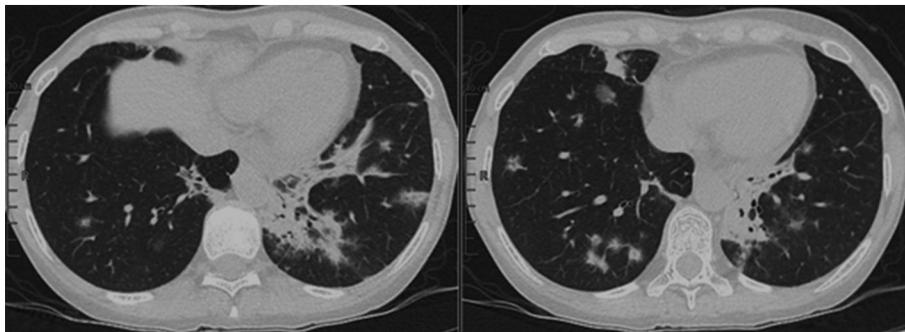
Tomografía de tórax 10/11/2021
